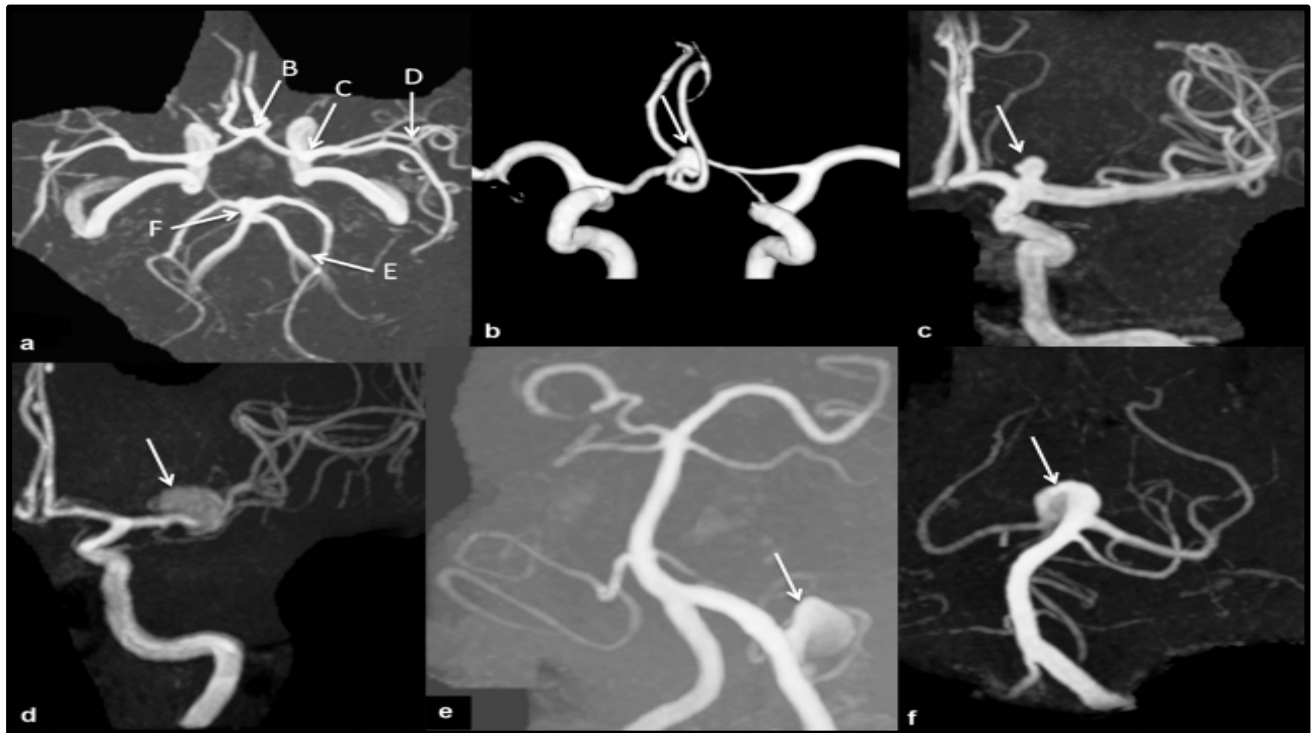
Localisations les plus fréquentes des anévrismes dégénératifs sacciformes illustrées en ANGIO-IRM en temps de vol :
